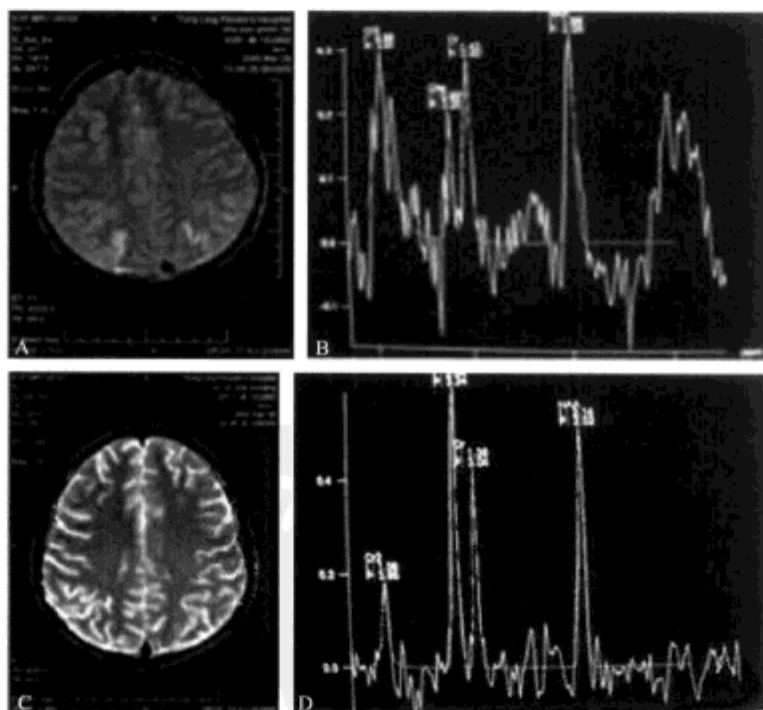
A、B. 病程2d, 浅昏迷。MRI 示大脑皮质广泛肿胀, ^1H -MRS 示 NAA 降低, Cho 升高, 见明显异常 Lac 波; C、D. 治疗2周后, 神志清, MRI 示大脑皮质肿胀减轻, ^1H -MRS 示 NAA 值继续降低, Cho 值回落, Lac 波明显下降
